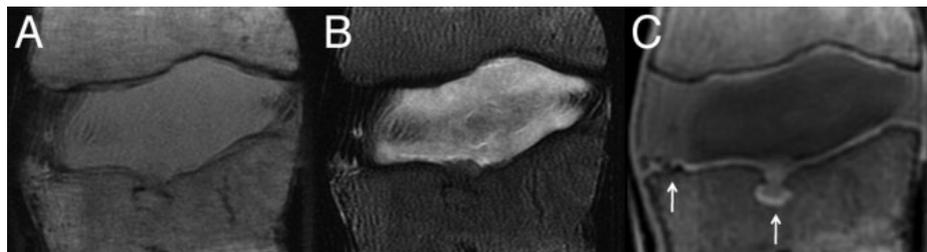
Imágenes en T1(A) y T2 sagital (B) de resonancia magnética (RM) mostrando un segmento de L1-L2 con una mala señal de los platillos vertebrales. (C) imagen de RM en tiempo a eco ultracorto, mostrando una mayor señal del platillo vertebral correspondiente.
